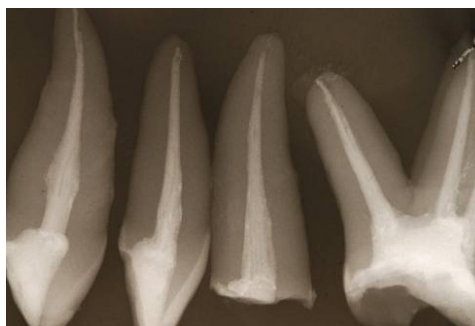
X-ray of teeth filled with lateral condensation.
